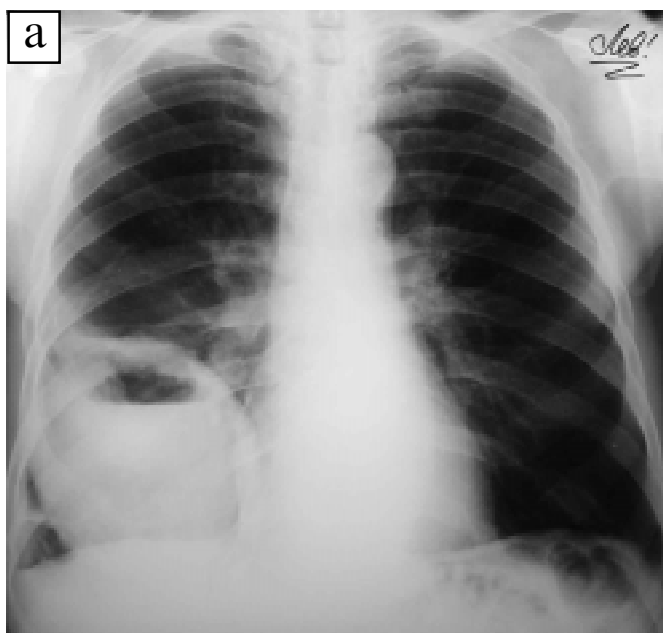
а,б. Рентгенограма органів грудної порожнини (контрольна): справа на нижньому полі затемнення не змінилося, у верхньому його полюсі горизонтальний рівень між вмістом і газом, товщина стінки до 1 см (внутрішній контур нерівний, поліциклічний; зовнішній — чіткий, рівний)
